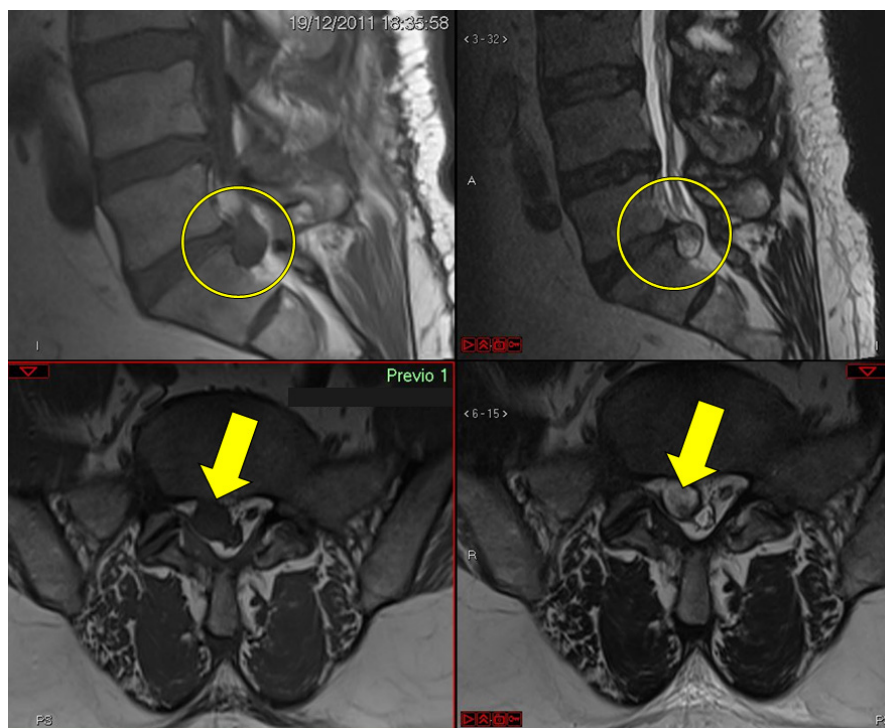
Imágenes de RM, sagitales en T1 y T2 y axiales en T1 y T2. Hernia discal L5-S1, con ocupación importante del canal raquídeo.
